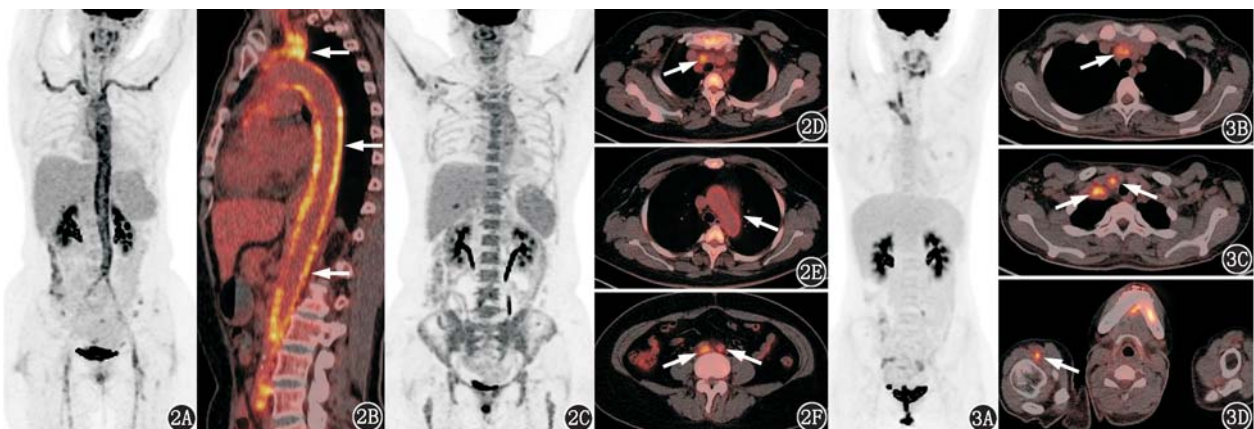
大血管炎患者¹⁸F-脱氧葡萄糖(FDG)PET/CT 显像图(箭头示病灶)。2A,2B.巨细胞动脉炎(GCA)患者,女,58 岁。PET 最大密度投影(MIP)图及矢状面 PET/CT 图像可见双颈总动脉、双锁骨下动脉、头臂干、升主动脉、主动脉弓、降主动脉、腹主动脉、双髂总动脉、双股动脉管壁代谢弥漫增高,代谢均高于肝脏,分级为 3 级。2C~2F. GCA 患者,女,51 岁。MIP 图及横断面 PET/CT 图像可见头臂干(2D)、左颈总动脉起始段、肠系膜上动脉及左肾动脉起始处、双髂总动脉起始段(2F)管壁代谢增高,代谢高于肝脏,分级为 3 级;右颈总动脉中段、主动脉弓(2E)、降主动脉、腹主动脉管壁代谢轻度增高,代谢程度与肝脏相当,分级为 2 级;该患者 MIP 图另见右上腹部局灶性代谢增高灶,为胆囊炎性病变 图 3 多发性大动脉炎患者(女,20 岁)¹⁸F-FDG PET/CT 显像图(箭头示病灶)。MIP 图(3A)及横断面 PET/CT 图像可见头臂干(3B)、右锁骨下动脉及颈总动脉近端(3C)、右侧腋动脉(3D)管壁代谢增高(3 级)
